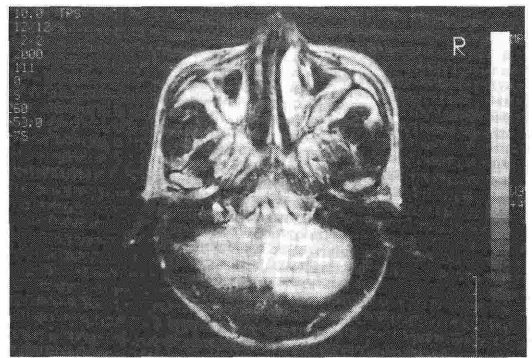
術翌日の MRI にて左右の前頭葉, 後頭葉, 右側頭葉, 右小脳半球に梗塞を認める。
